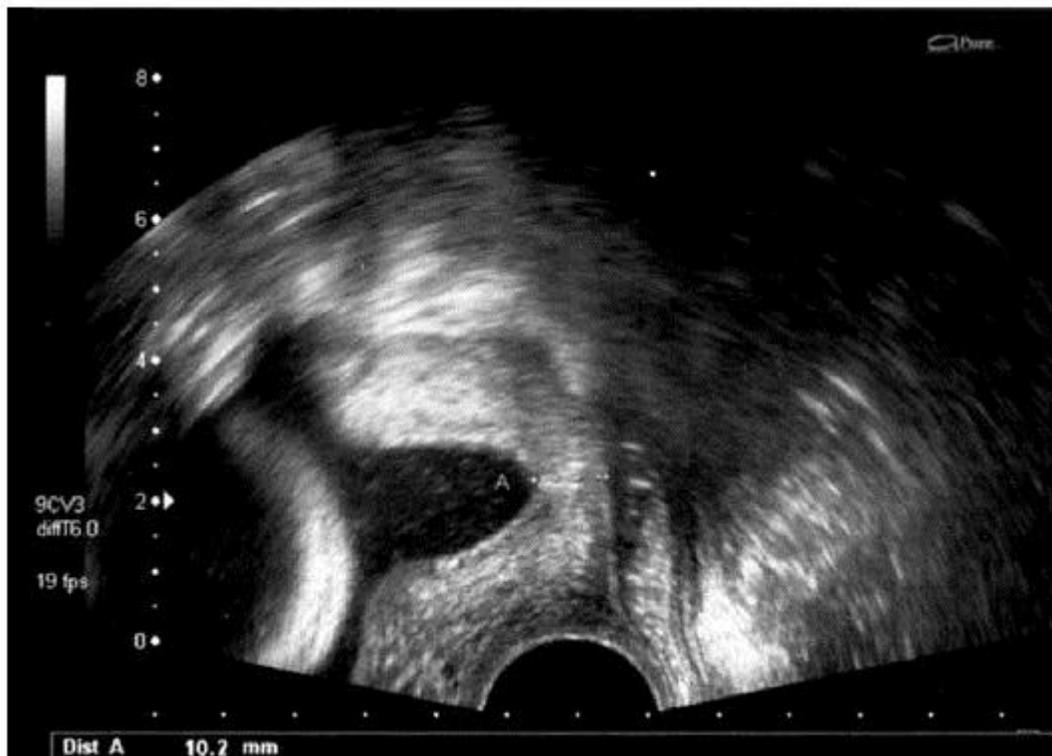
Ecografía de cérvix. Funnel.
